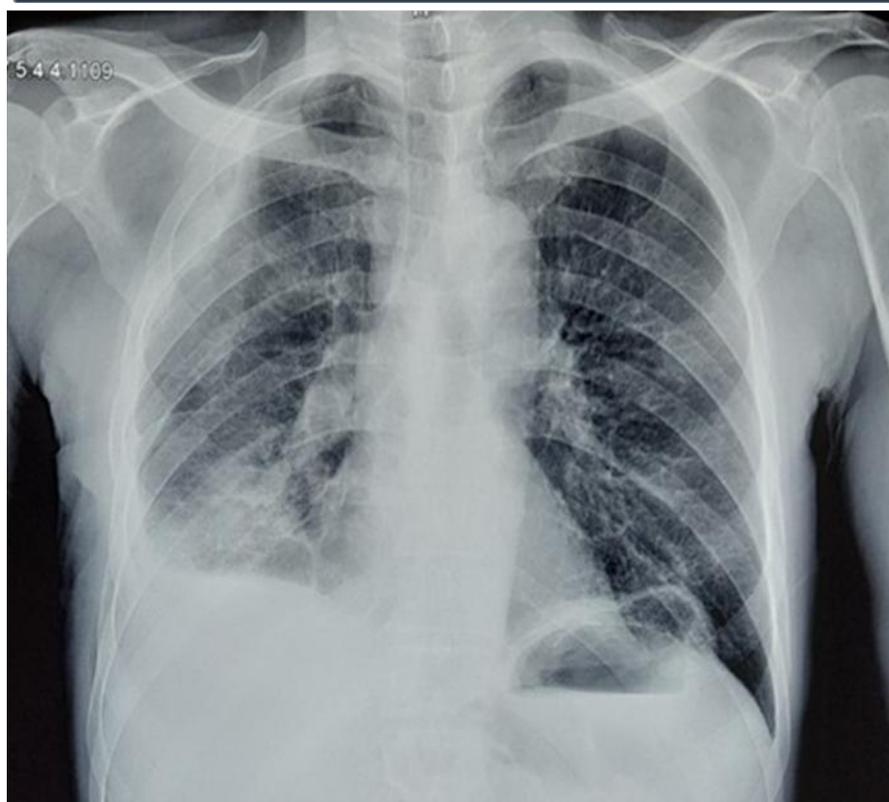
Radiographie thoracique après drainage thoracique
